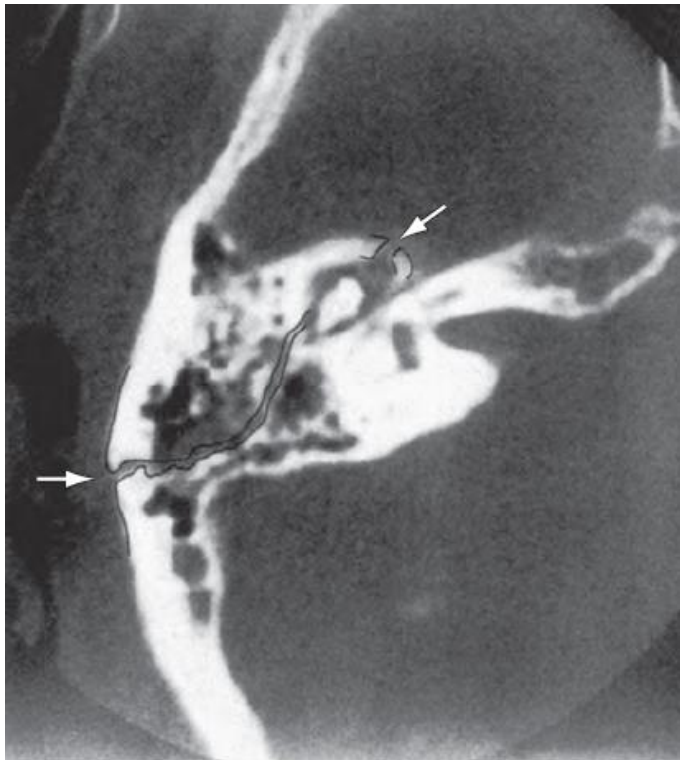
High-resolution axial CT of uncomplicated longitudinal fracture (arrows). A hematoma is present. The course of the fracture has been touched.
